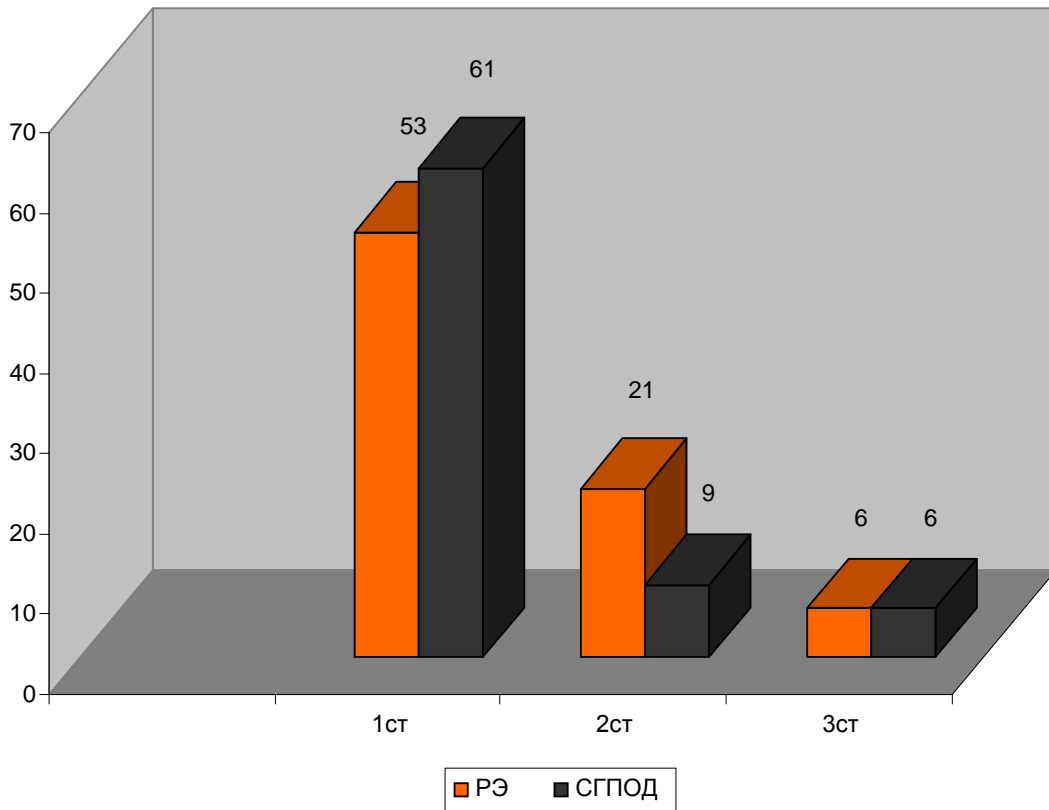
Эндоскопические и рентгенологические признаки СГПОД различной степени тяжести
